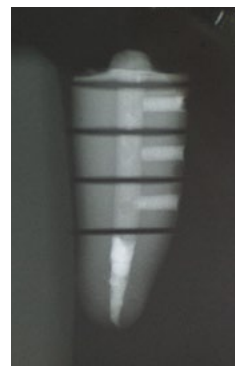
· Radiografia de raiz perfurada (1,0mm) e selada com MTA, após seccionamentos
